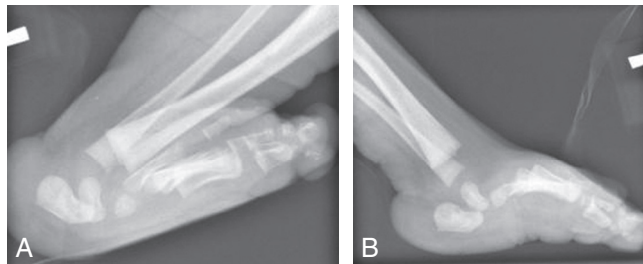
Radiographie du pied convexe congénital.
